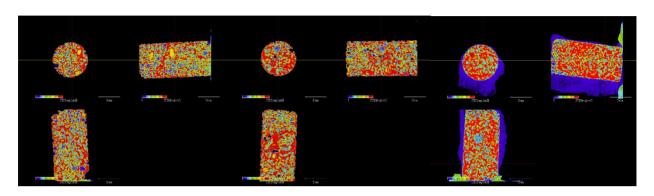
マイクロ CT を用いた Bone Mineral Density の評価
